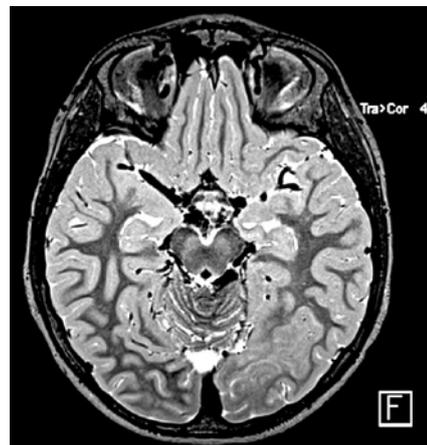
Пациент К. Диагноз: структурная фокальная затылочная эпилепсия (G40.2) слева. Этиология: мальформация кортикального развития с олигодендроглиальной гиперплазией (MOGHE) в задневисочно-затылочной области слева. Магнитно-резонансная томография, коронарный срез: большая зона с нарушенной сулькацией и отсутствием четкой границы между белым и серым веществом в задневисочно-затылочной области слева
